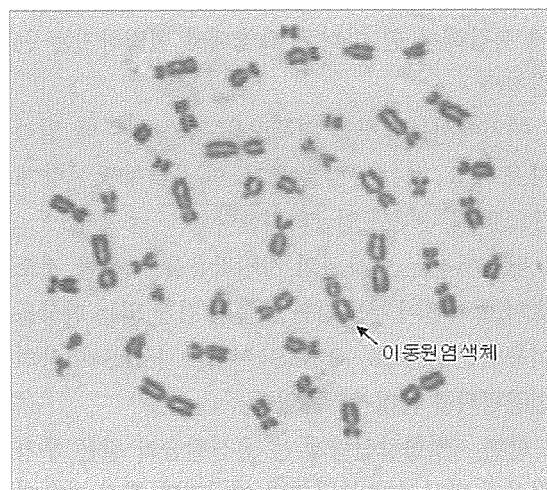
방사선 조사(0.5Gy)후 혈액 림프구내 생긴 염색체 이상
